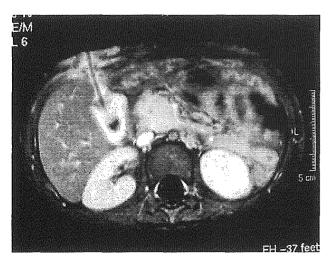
Magnetic resonance imaging (T1-weighted)shows a small tumor of pancreatic head that was highly enhanced with Gadolinium
